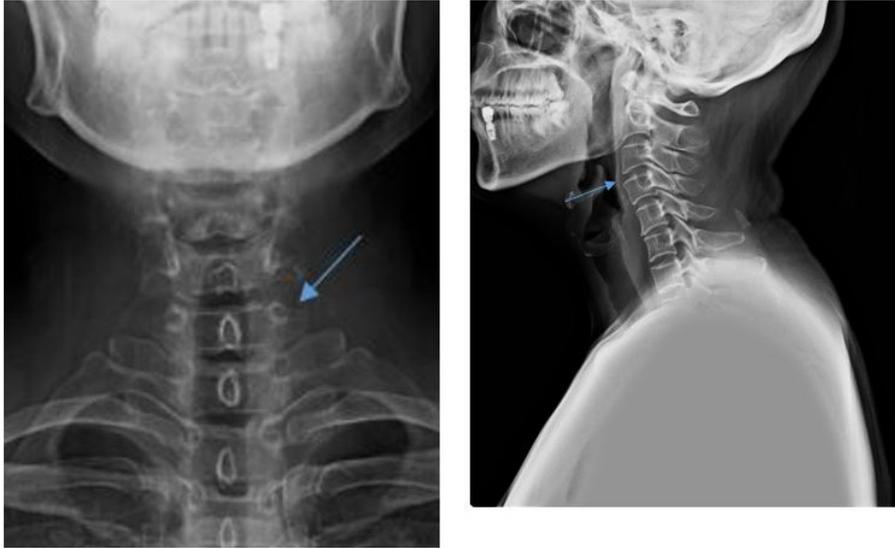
C-spine X-ray anterior posterior, lateral view (January 5, 2019).
